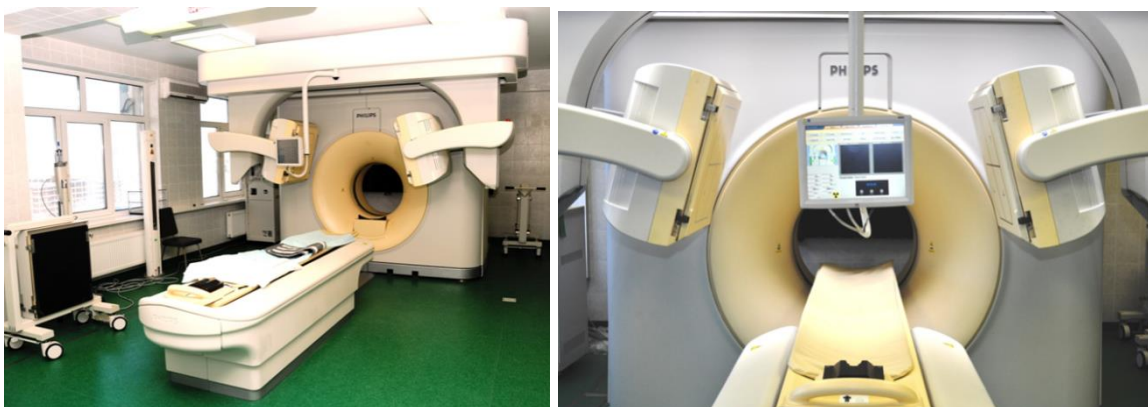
Комбинированная ОФЭКТ/КТ система PHILIPS PRECEDENCE, оснащенная гамма-камерой и 16-ти срезовым компьютерным томографом.
